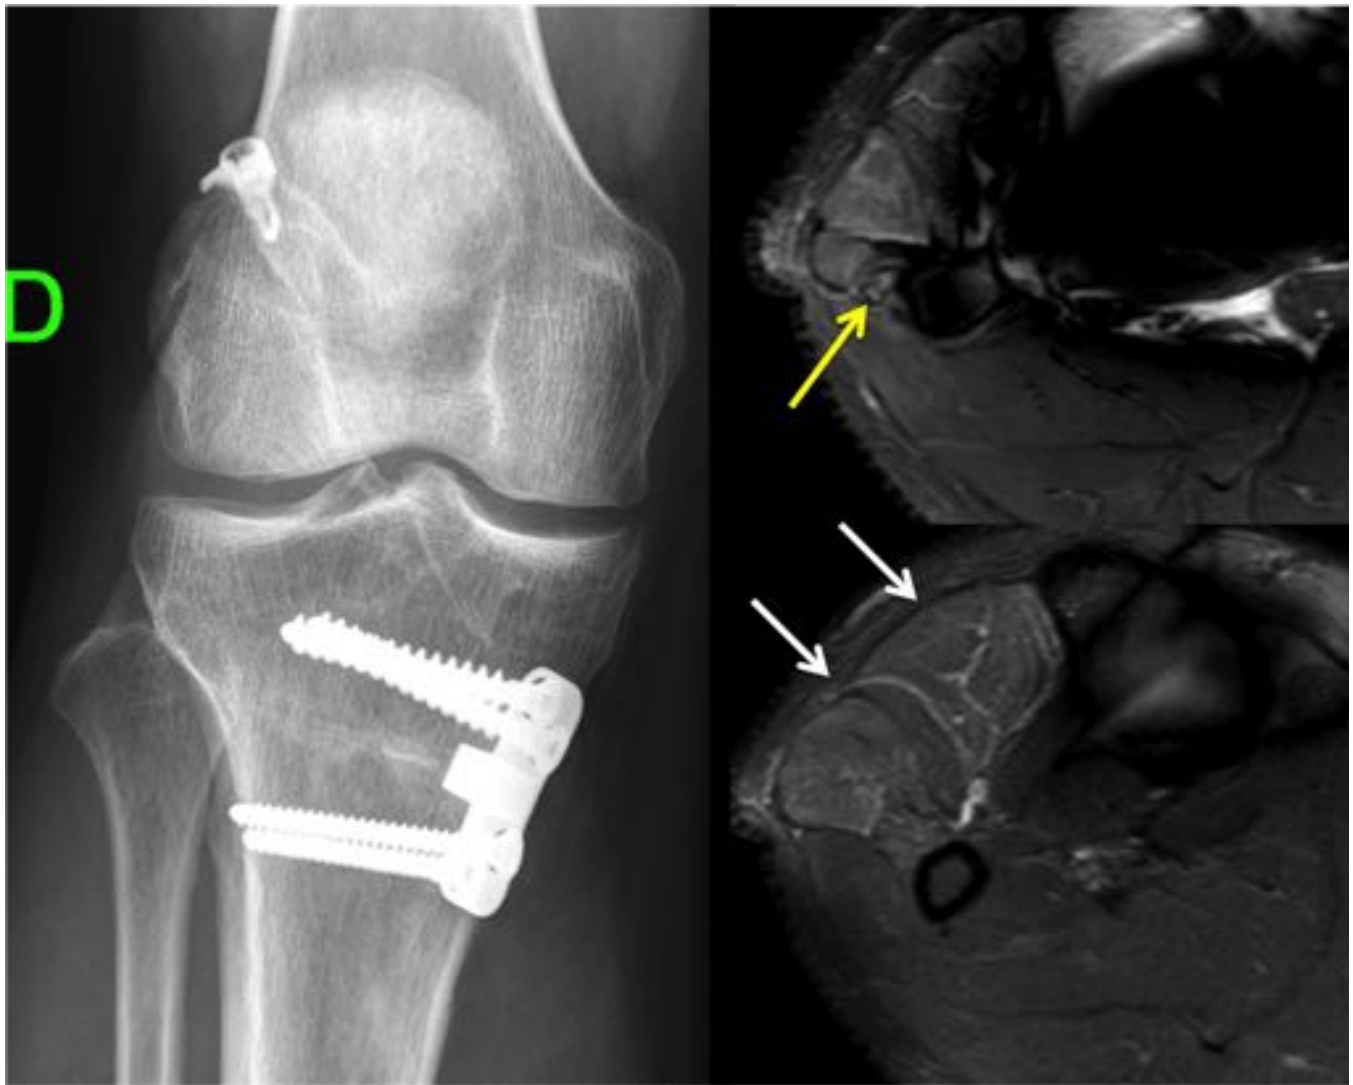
Rx rodilla derecha frente con huellas quirúrgicas y RM axial STIR con edema en nervio peróneo común (flecha amarilla) y en músculos de región antero externa de pierna (flechas blancas).
